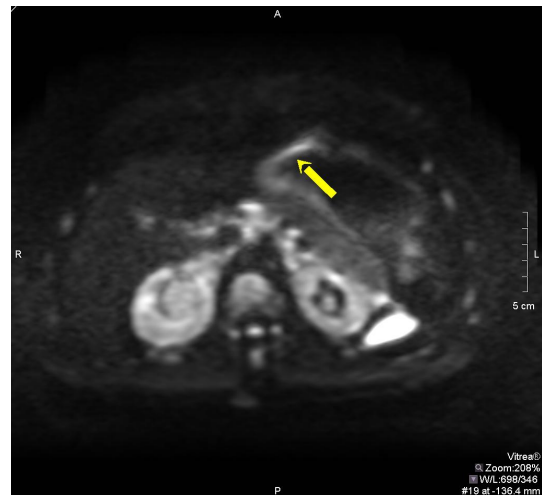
DWI пухлини шлунку при значенні  $b = 0 s / mm^2$ .
